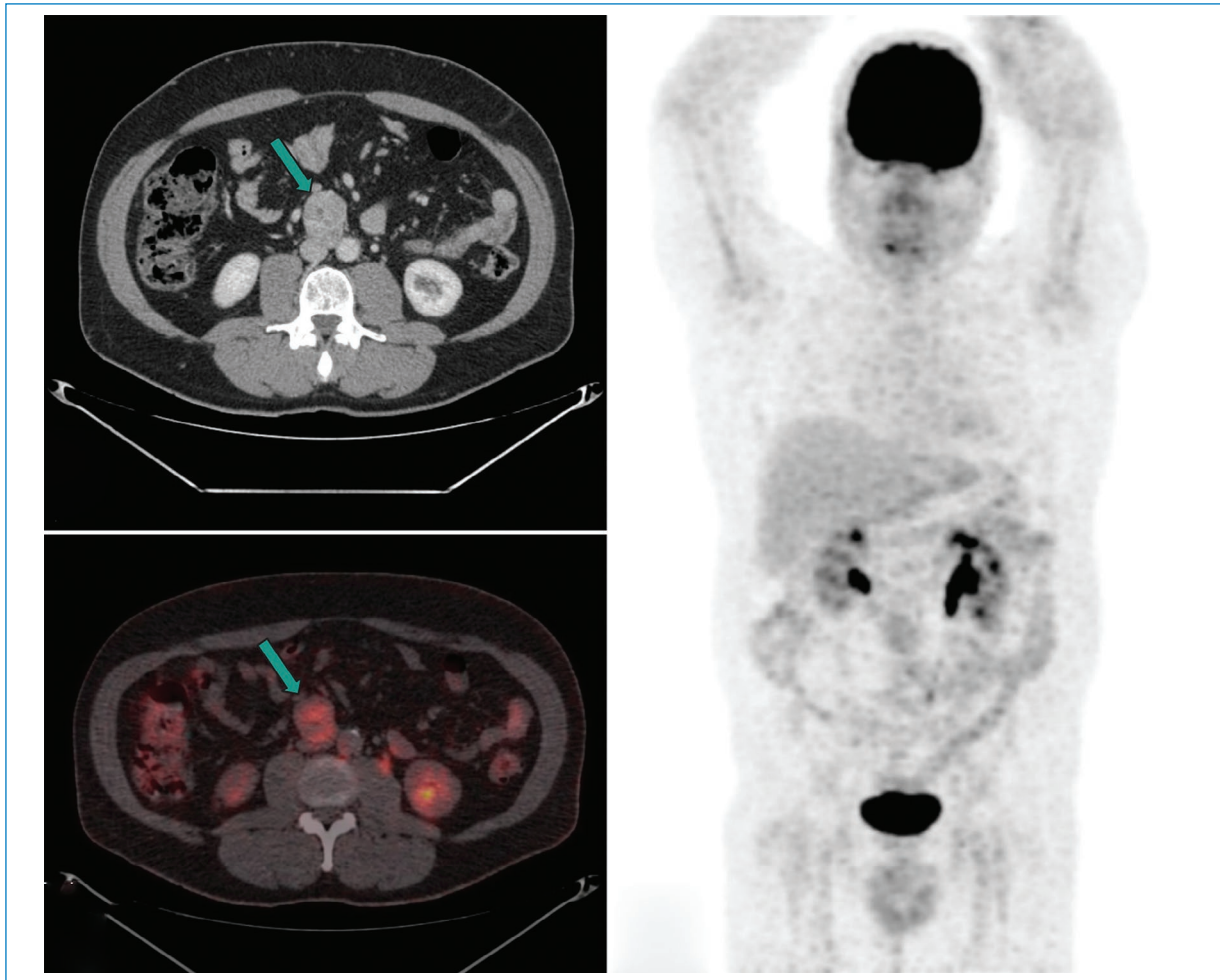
Varón de 59 años. Tomografía por emisión de positrones con 18F-FDG: lesión nodular retroperitoneal, anterior a la vena cava y la aorta abdominal, con realce homogéneo tras la administración de contraste intravenoso (A) y captación del trazador (B y C). Diagnóstico histológico de paraganglioma retroperitoneal. 18F-FDG: 18F-fluorodesoxiglucosa.
